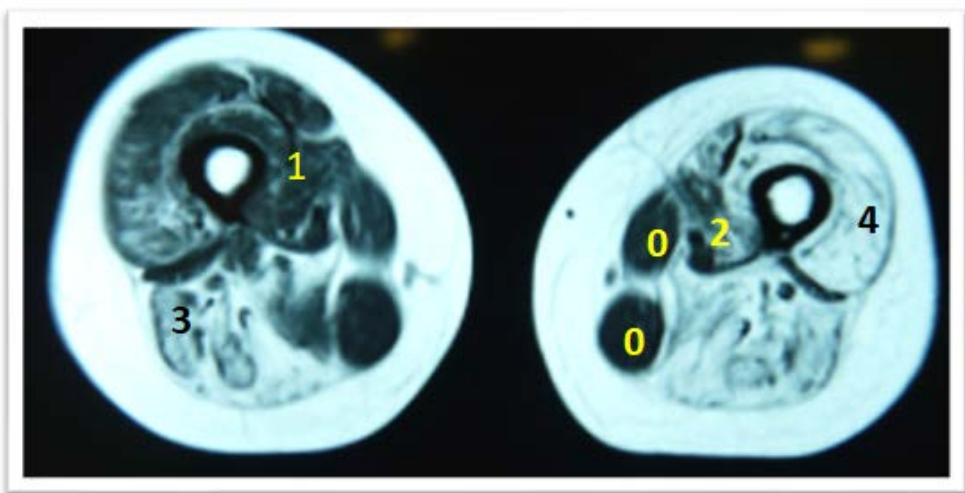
Imagen de MRI en secuencia T1w en un corte medio del muslo de un paciente con distrofia muscular con representación de la escala de Mercuri. Se observan distintos grados de sustitución del tejido muscular por tejido graso. Los números representan la graduación de la escala de Mercuri modificada. 0= normal, 1= infiltrado graso <30%, 2= infiltrado graso 30-60%, 3= infiltrado graso >60%, 4= 100% infiltrado graso.
